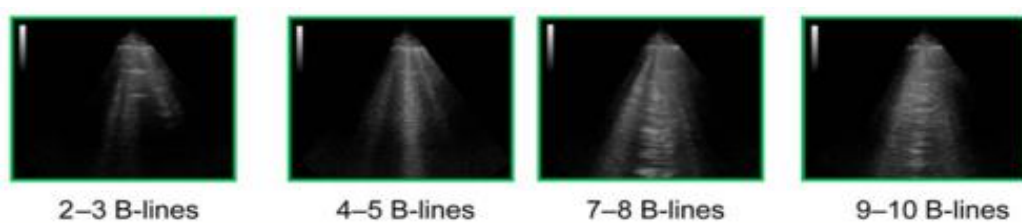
Area scan USG paru (Volpicelli. et al., 2006)
